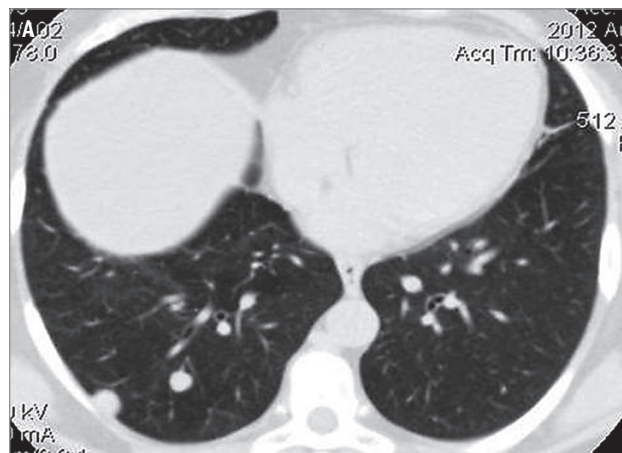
Разнообразие очагов в легочной ткани при очаговой форме лимфангиолейомиоматоза легких на компьютерной томографии: А, Б – единичные; В – множественные
